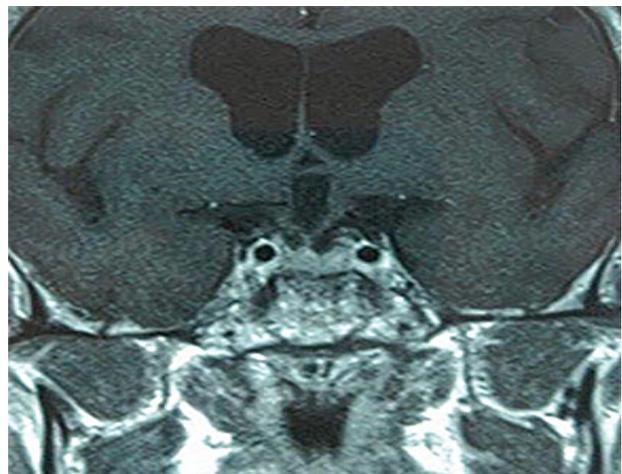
IRM après la deuxième cure de traitement anti-tuberculeux. Coupe coronale en séquence pondérée T1 ; diminution à nouveau de la taille de l'hypophyse.
